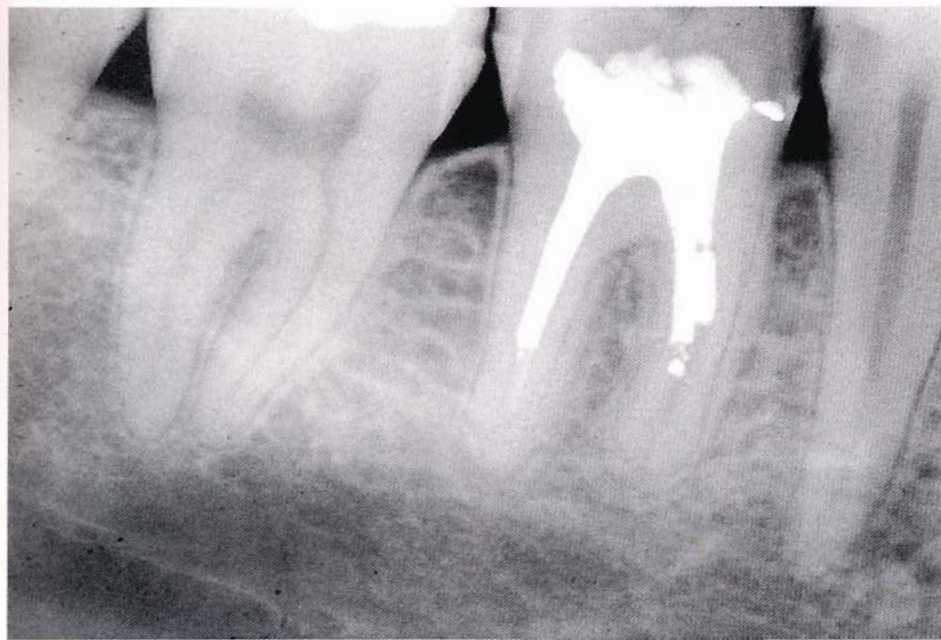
Un controllo radiografico a distanza di due mesi: la lesione è praticamente scomparsa. Si noti, in particolare, la restitutio ad integrum della lamina dura.
